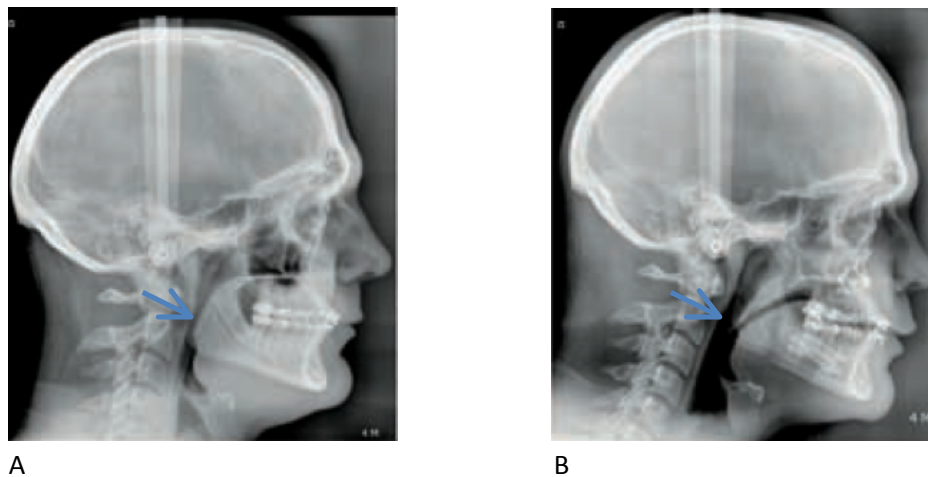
Téléradiographie avant (A) et après (B) chirurgie. On note l'élargissement des voies aériennes supérieures.
